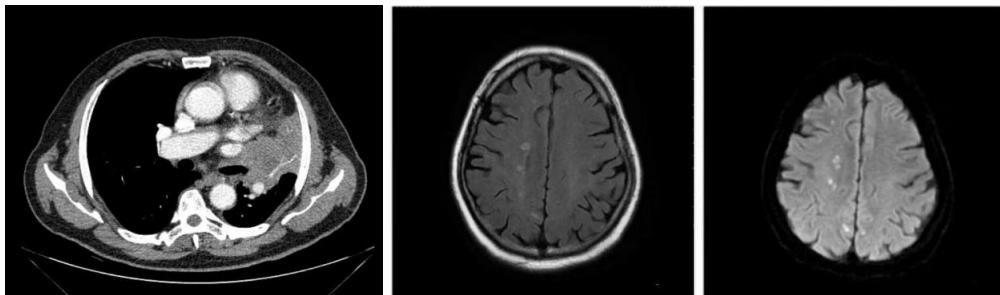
Chest enhanced CT and DW-MRI of the case 2
